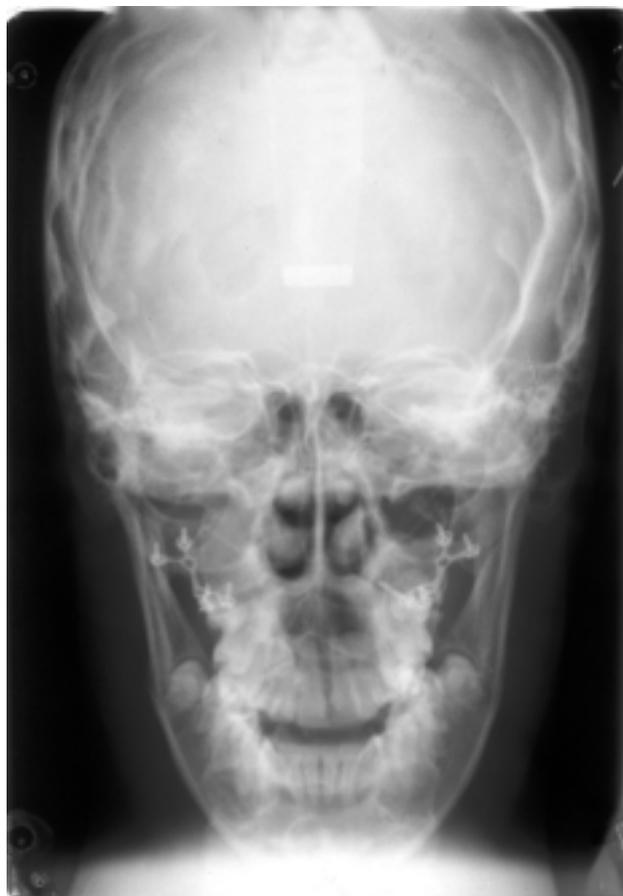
Телерентгенограмма. Выполнена остеотомия по Le For II. Верхняя челюсть выдвинута и фиксирована титановыми микропластинами.
